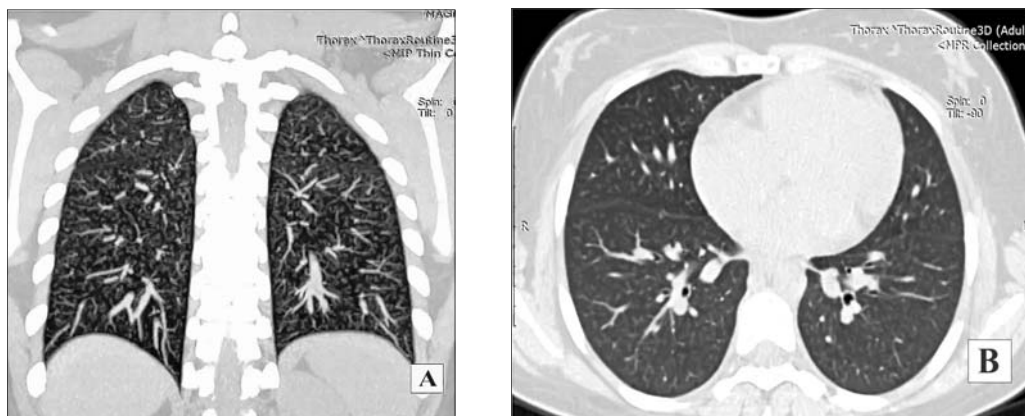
HRCT pulmonară, bilateral multipli noduli centrolobulari tip "sticlă mată", cu respectarea sinusurilor costo-diafragmatice
